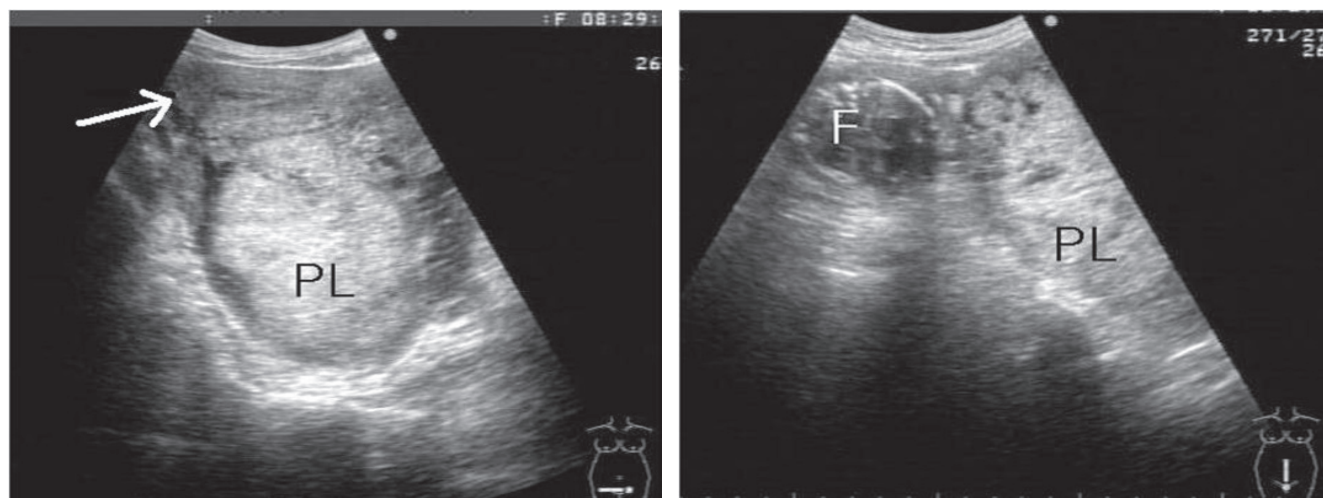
Transabdominal ultrasonography shows empty uterus (white arrow), extrauterine placenta (PL) and fetal head (F).
